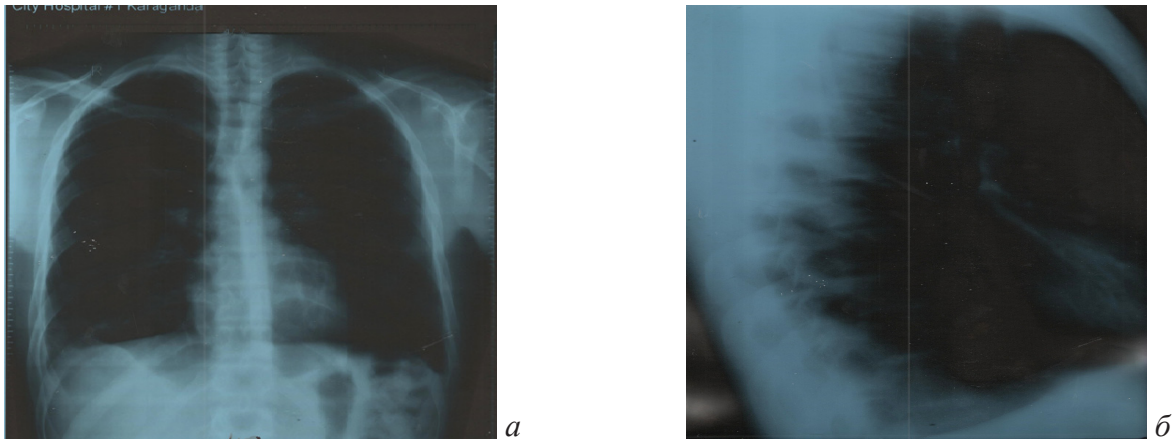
Рентгенограмма больного (а), боковая проекция (б) (от 21.09.2017 г)
